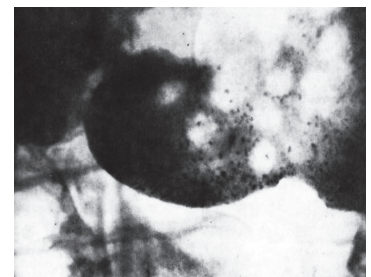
Фрагмент рентгенограммы желудка. В антральном отделе на фоне сглаженных складок слизистой оболочки видны множественные дефекты наполнения округлой формы, в центре многих – мелкие депо контрастной взвеси
